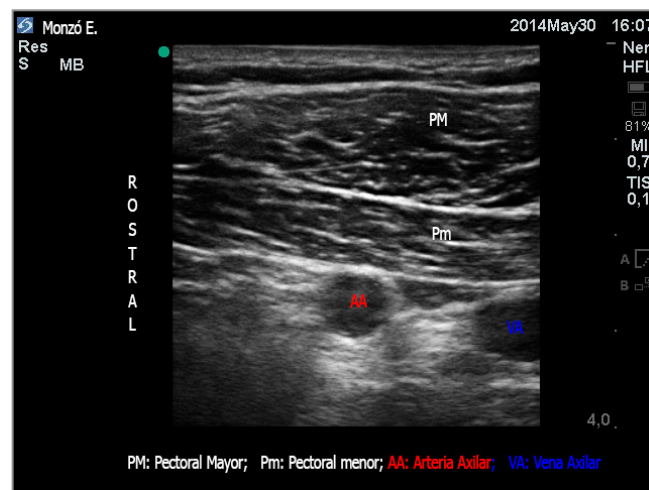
Sonograma de la región infraclavicular en el abordaje parasagital. El punto verde corresponde al borde de la sonda donde está la muesca o marca.
